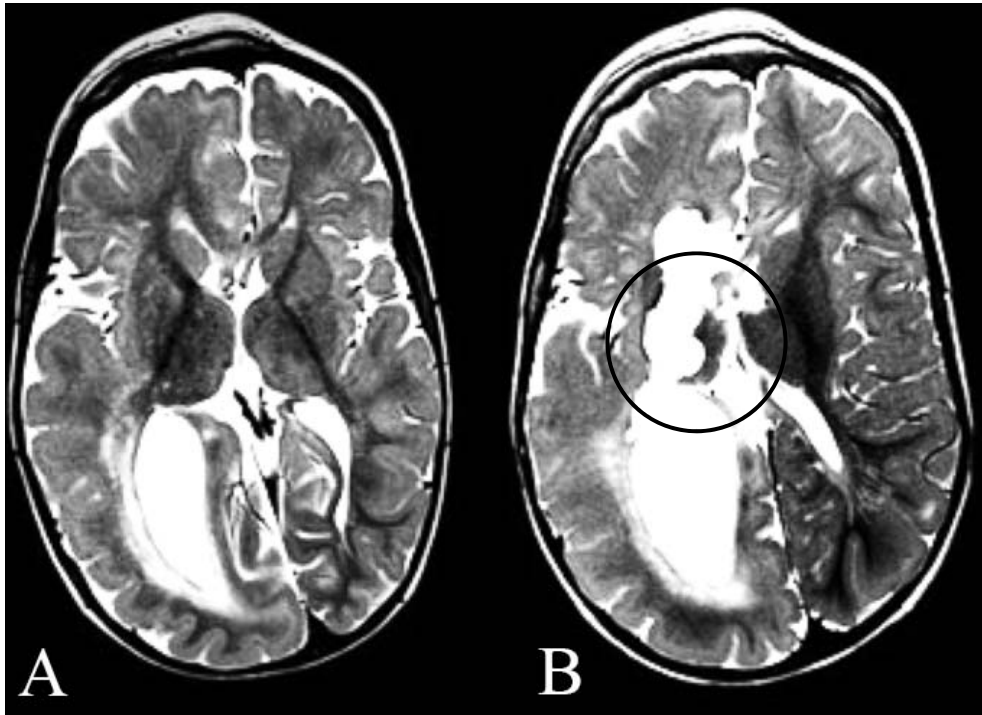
МРТ головного мозга (аксиальные срезы):
